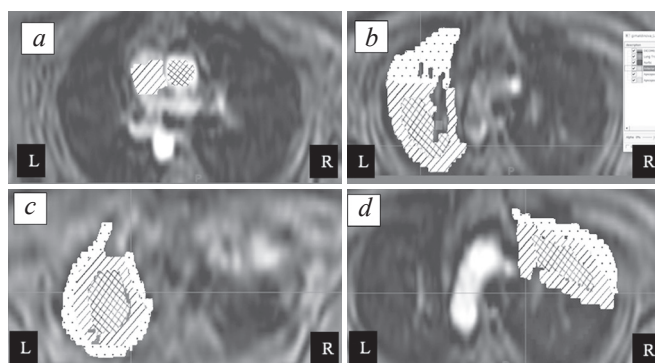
Axial reconstructions of image with dynamic contrast enhancement. *a* – Selection of ROI in the area of the pulmonary trunk and ascending aorta for a qualitative assessment of the suitability of the data; *b, c* – Selection of areas of interest in the left lung: peripheral and central sections of the apical-posterior segment of the left lung at different levels are demonstrated; *d* – the same for the right lung with separate examination in the upper lobe of the apical and posterior segments. These are mirror images of classic-oriented CT/MRI projections
